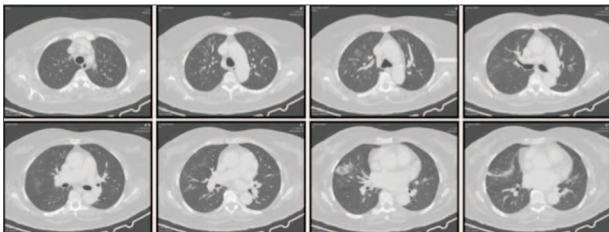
High-resolution computed tomography (HRCT), performed nine days later, with bilateral ground-glass opacities in resolution phase and no signs of metastatic disease, or infection.
